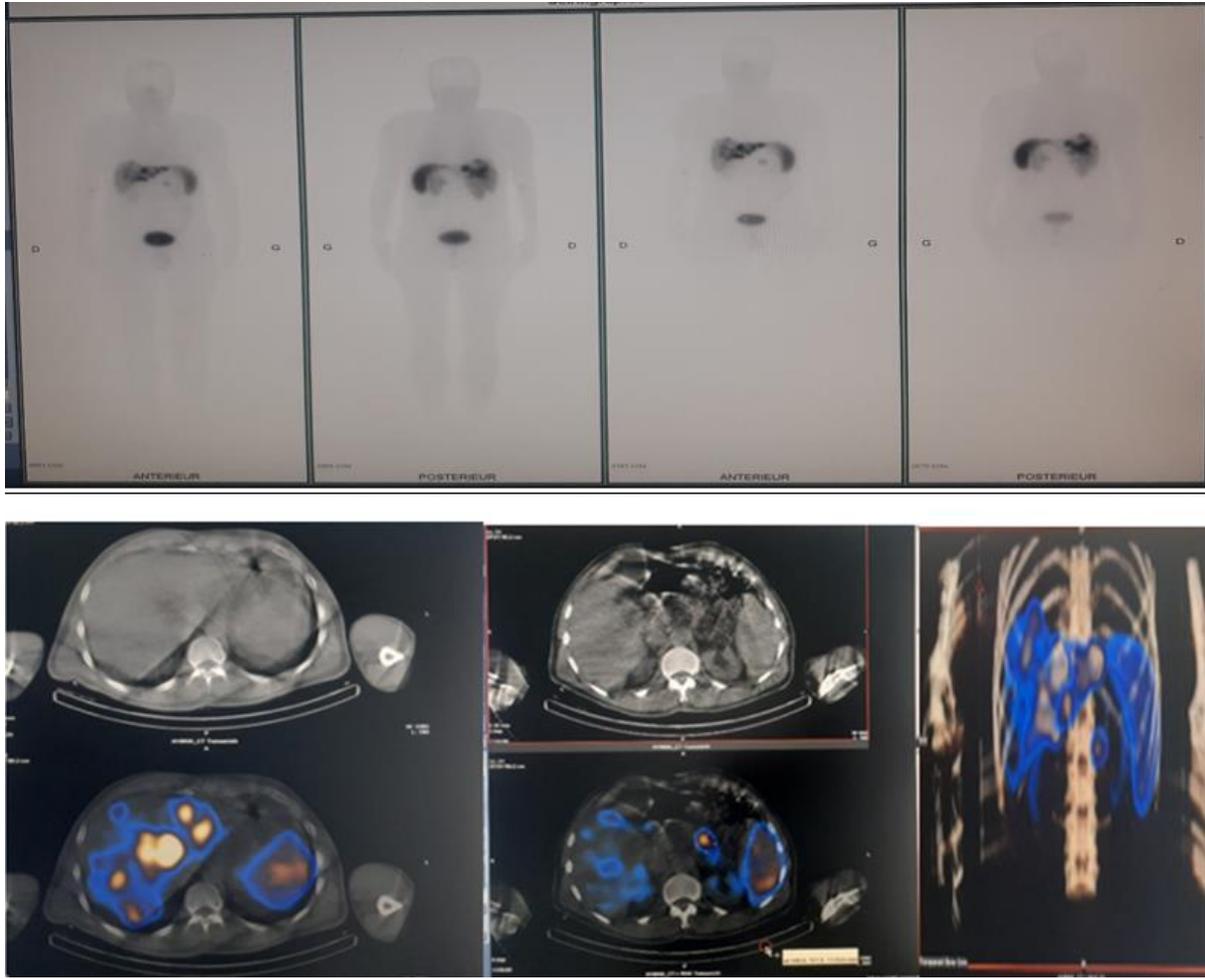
Image scintigraphique d'un patient de 50 ans présentant une TNE de grade 2 pancréatique avec localisations hépatiques (Service Médecine Nucléaire Hôpital Ibn Sinna 2022)
